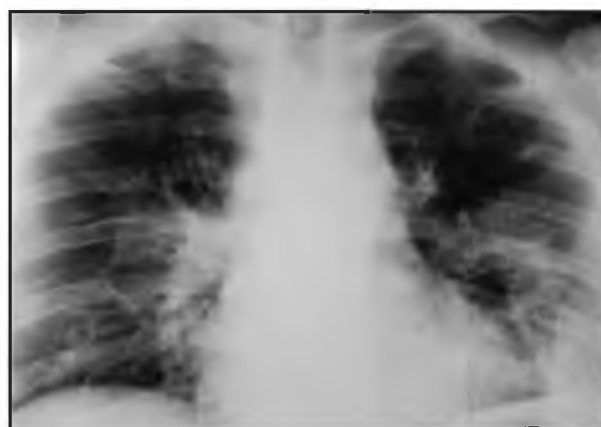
Обзорная рентгенограмма грудной клетки: двухсторонняя полисегментарная пневмония
